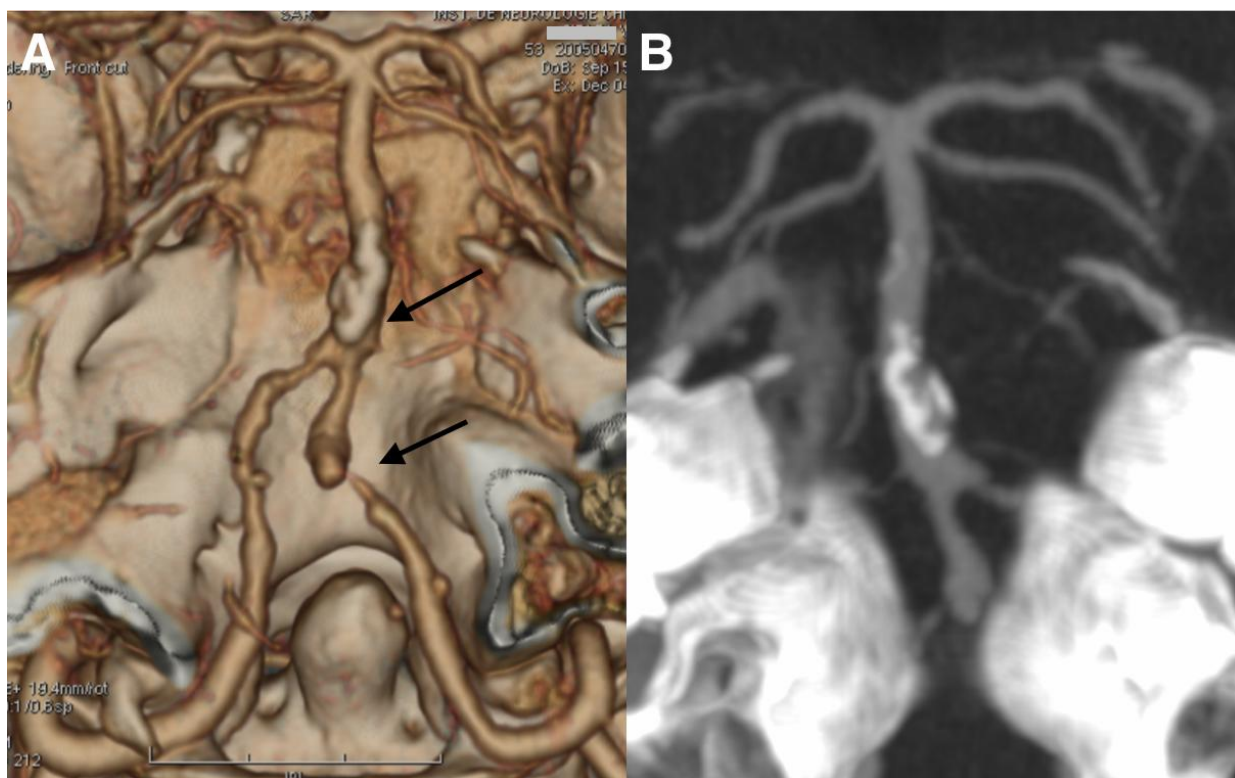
Angiografie prin computer tomografie. Bărbat, 53 de ani. Aneurism fuziform al arterei bazilare cu extindere spre artera vertebrală bilateral, trombozarea parțială a lumenului aneurismal, calcifieri parietale ale peretelui antero-posterior aneurismal. A – rendering volumului tridimensional. B – proiecția de intensitate maximă.
